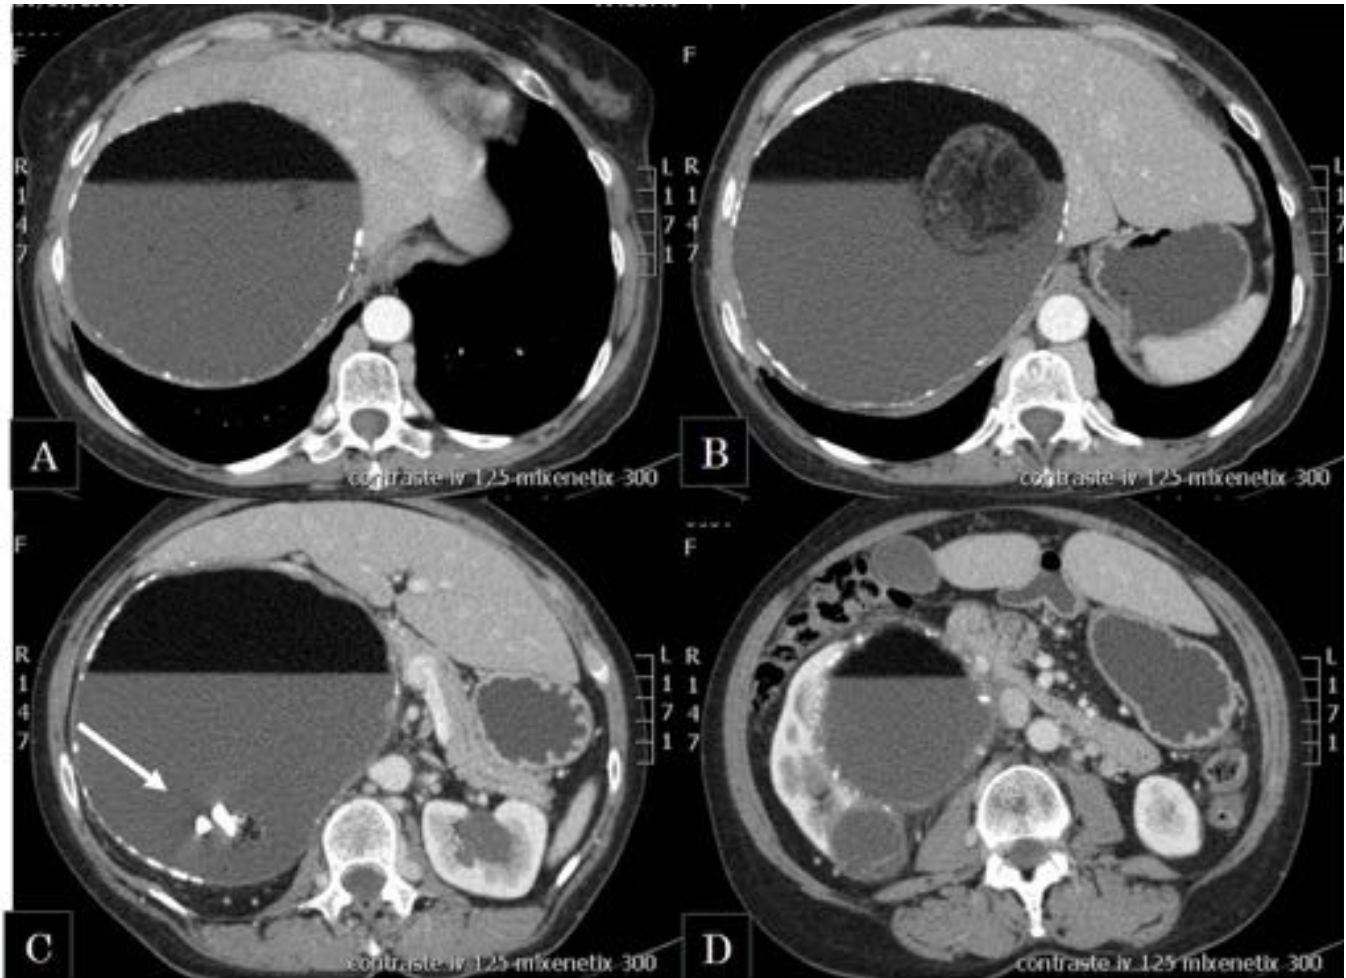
TC abdominal con CIV: se observa una gran tumoración retroperitoneal derecha que produce efecto de masa sobre las estructuras adyacentes. Dicha masa es heterogénea con formación de nivel líquido-grasa. Mostrando en su interior áreas grasas heterogéneas (B) y formación de estructuras calcificadas (dientes) (flecha). También se observa calcificación parcial periférica. Hallazgos muy sugestivos de teratoma.
